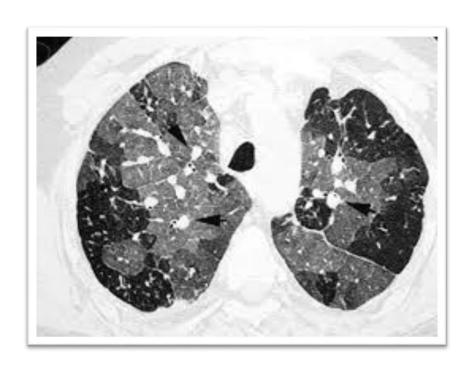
Tomografía computada de tórax, corte axial. Patrón de perfusión en mosaico.
